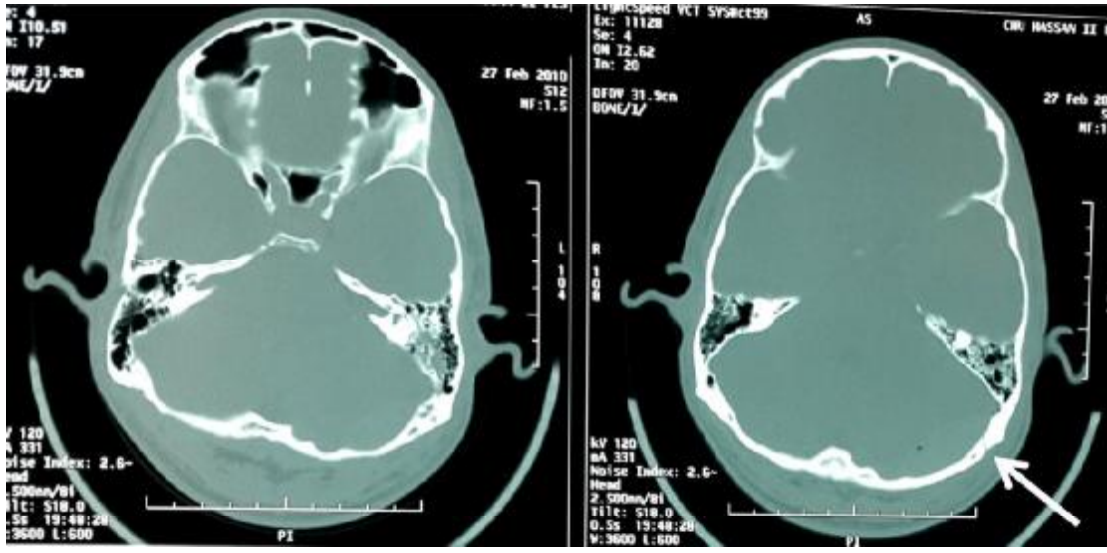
TDM cérébrale en coupes axiales, fenêtres osseuses, montrant une fracture occipitale gauche (Flèche).
